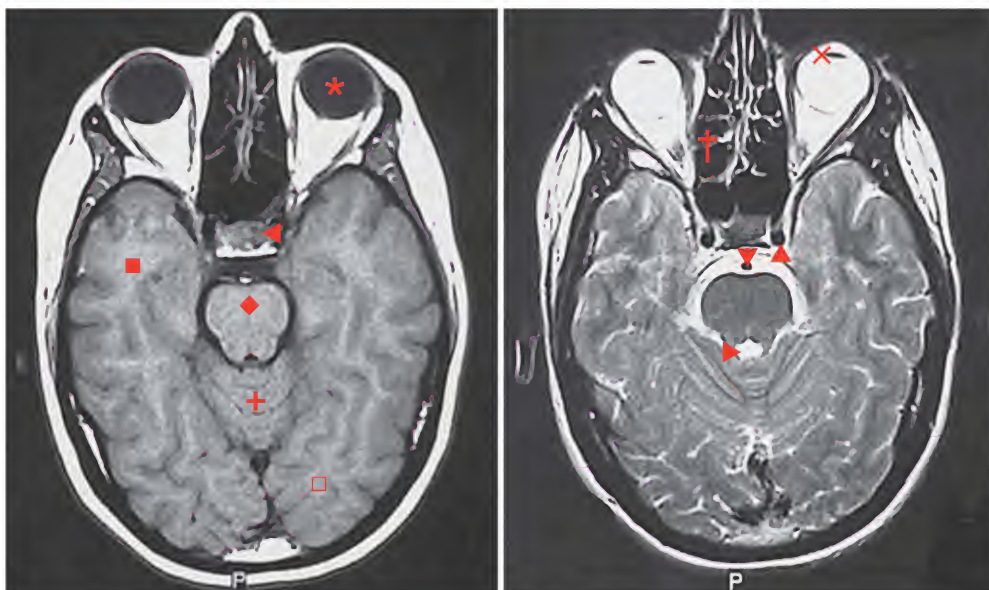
Ojos y órbitas normales, resonancias magnéticas
